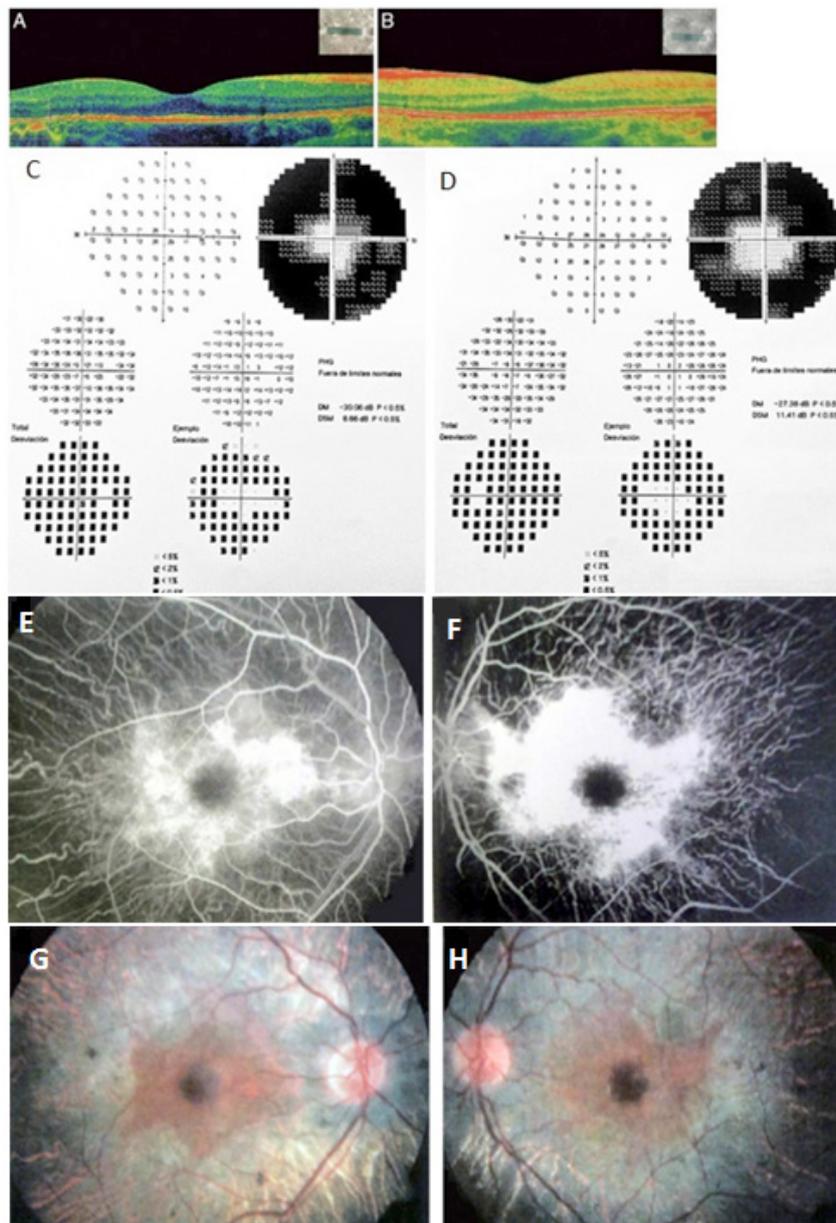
Pruebas de imagen de un adolescente de 15 años con retinitis pigmentaria. A y B: Tomografías de coherencia óptica (OCT). C y D: campos visuales. E y F: angiofluorogramas. G y H: retinografías. (Extraído de Treviño Alanís MG).³
